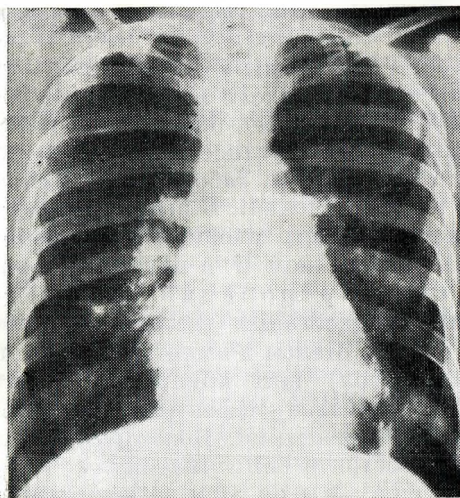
22. Рентгенограмма органов грудной клетки больного в возрасте 26 лет.
